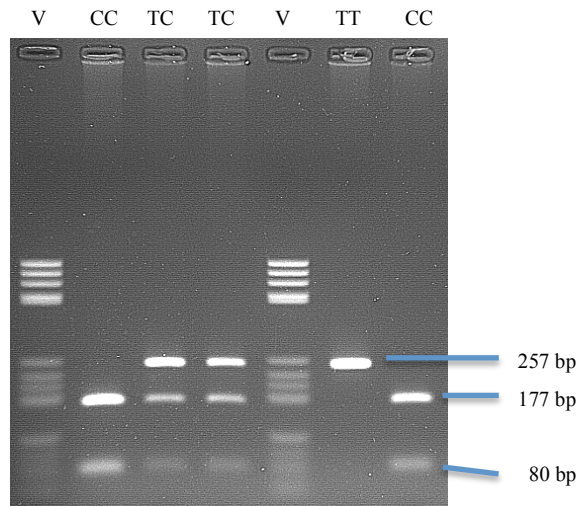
Nachweis des 102T/C-Polymorphismus durch PCR-RFLP mit *Msp* I. Gegen den Marker V (1. und 5. Tasche) sind Proben von fünf Probanden aufgetragen: 2 homozygot für 102CC (beide Allele wurden geschnitten, entsprechend Nachweis von 2 Banden bei 177 und 80 bp), 2 heterozygot für TC (ein Allel wurde geschnitten, ein Allel nicht, entsprechend Nachweis von 3 Banden bei 257, 177 und 80 bp) und 1 homozygot für TT (beide Allele wurden nicht geschnitten, entsprechend Nachweis einer Bande von 257 bp)
